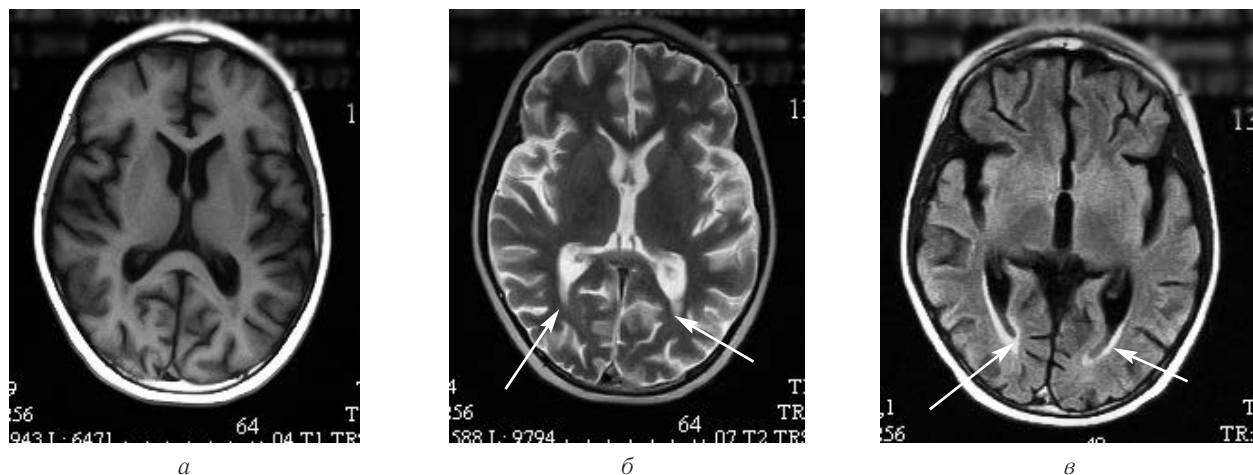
Пациент Ф. Я., 7 лет. Ранняя постлучевая энцефалопатия МРТ: *а* — T1-ВИ; *б* — T2-ВИ; *в* — FLAIR. Изменение сигнала от субэпендимального белого вещества показано стрелками.
